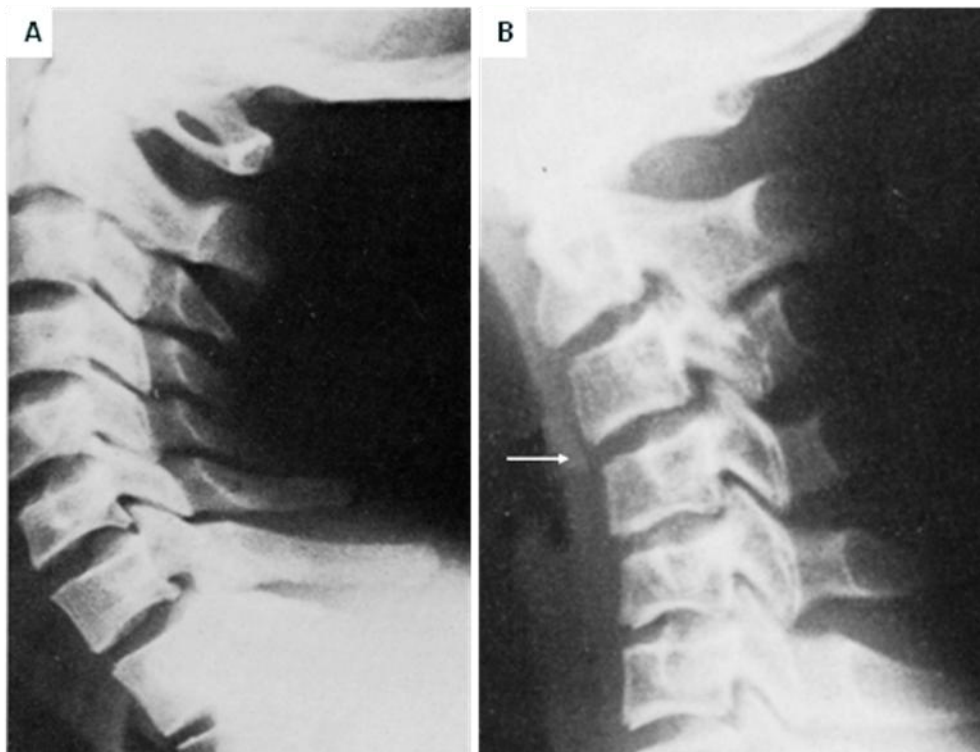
23. A. Radiografía lateral de columna cervical normal, la curvatura anterior es normal. B. Paciente con lesión de los ligamentos espinales posteriores e inestabilidad vertebral. La angulación cifótica aguda se encuentra a nivel de C3-C4 (flecha)
